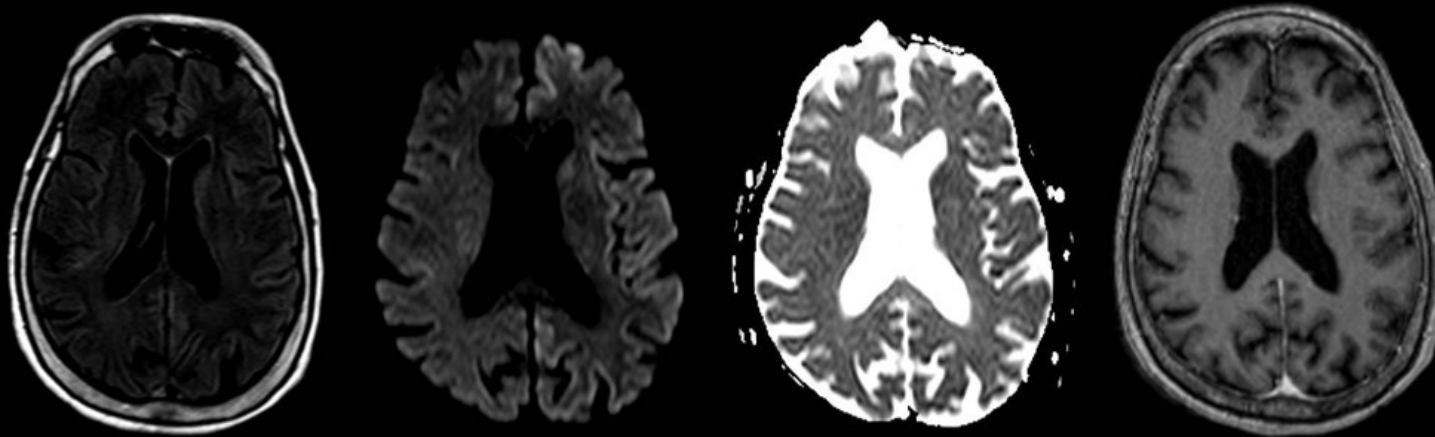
Imagem com focos de restrição à difusão e hipersinal em FLAIR corticais nos lobos frontal e parietal à esquerda e na cabeça do núcleo caudado esquerdo e no pulvinar do tálamo direito.
